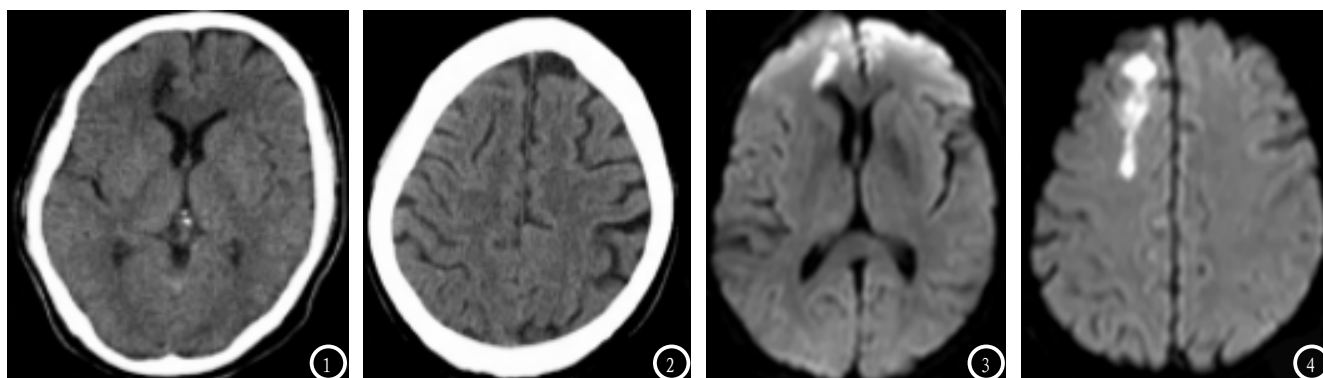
CT扫描显示右侧额叶脑梗死病灶，右侧侧脑室前角出现低密度灶。图3-4 MRI显示右侧额叶多发斑片脑梗死灶，图2未见明确病灶显示。
